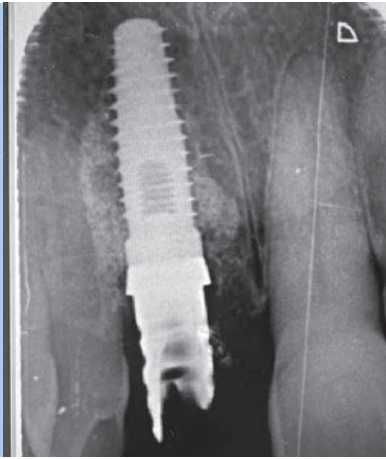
Radiografía provisional
